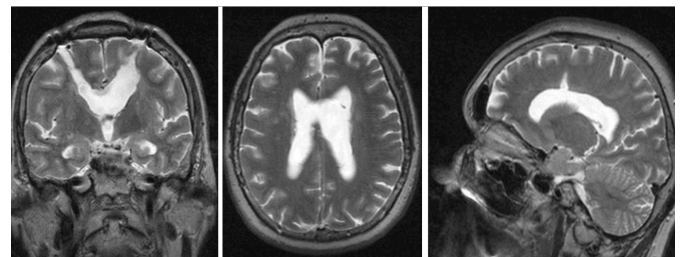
МРТ после операции.
